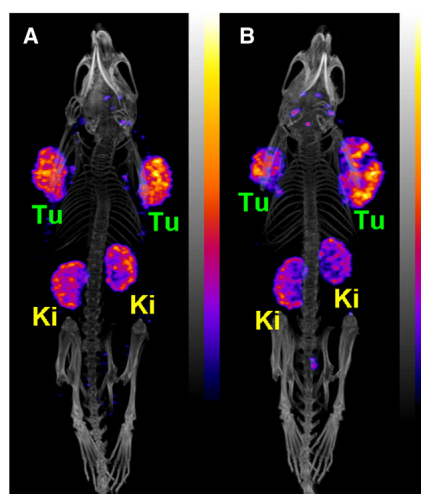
Immagini SPECT/CT in vivo di (A) topo con tumore KB e (B) con tumore IGROV-1 a due giorni di distanza dall'iniezione di $^{155}\text{Tb} - \text{cm09}$ ($\approx 8.5\text{MBq}$). Lo scan in vivo è durato 30 min e alla fine si trova un'accumulo di radioattività nello xenotrapianto tumorale e nei reni (Tu = tumor, Ki = kidney).
